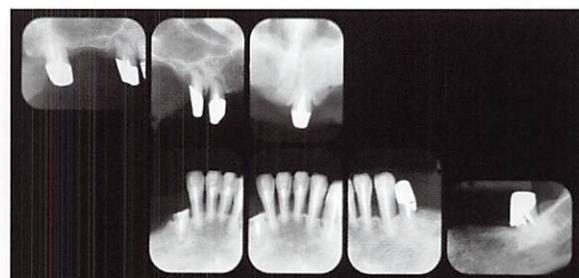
2015年5月のデンタルX線写真（約28年後）
